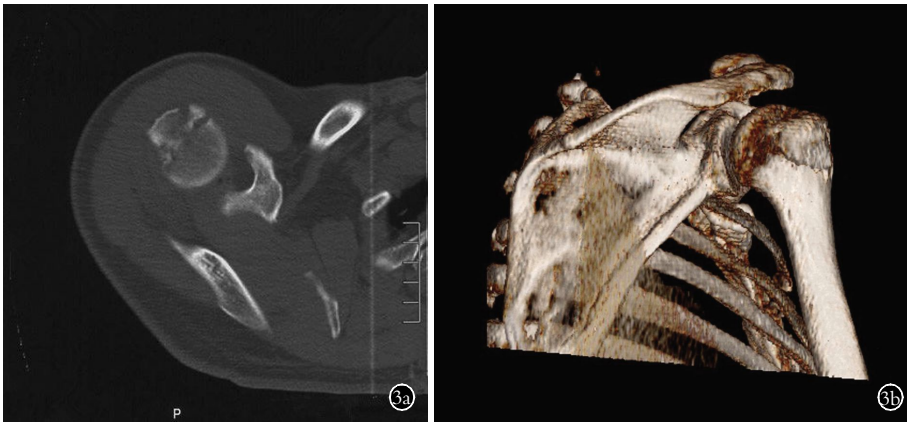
患者,男,52 岁,大结节撕脱骨折 3a,3b. 术前 CT 和三维 CT 重建
